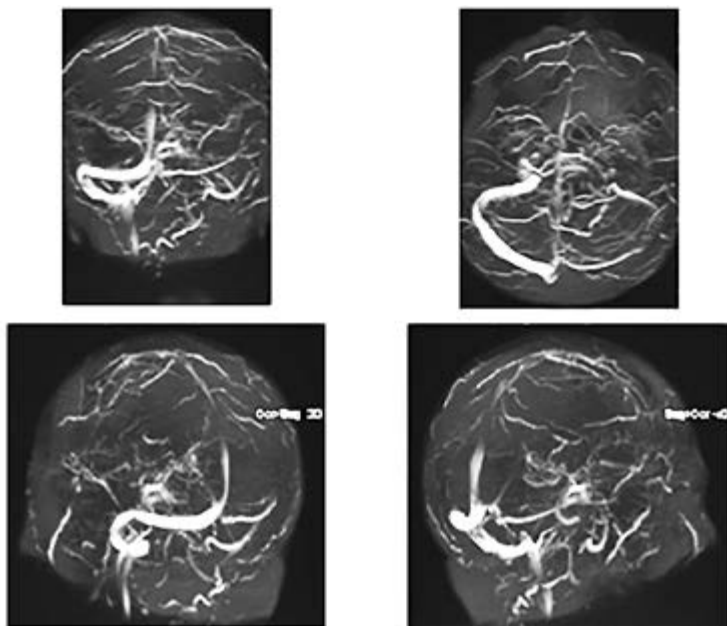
МРТ. Гипоплазия левого сигмовидного синуса и переполнение кровью правого сигмовидного синуса (верхние два снимка) с затруднением оттока в яремную вену (нижние два снимка)
